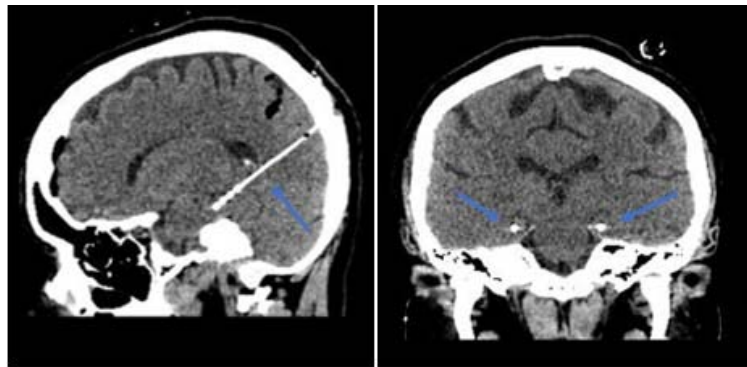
КТ головного мозга в первые сутки после операции. Установлены электроды в гиппокампы (слева и справа). На сагиттальном срезе траектория установки электрода. На коронарном срезе стрелками указаны электроды в обоих гиппокампах.
